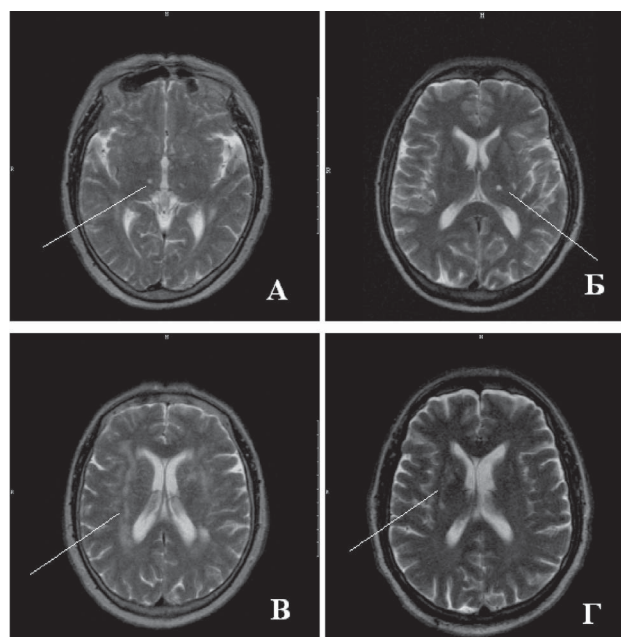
Типичные изменения картины МРТ головного мозга у пациентов ИБС и постинфарктной депрессией: очаговые изменения в различных участках таламуса (А, Б), распространенные нейродегенеративные изменения вещества мозга в перивентрикулярных отделах (В, Г)
